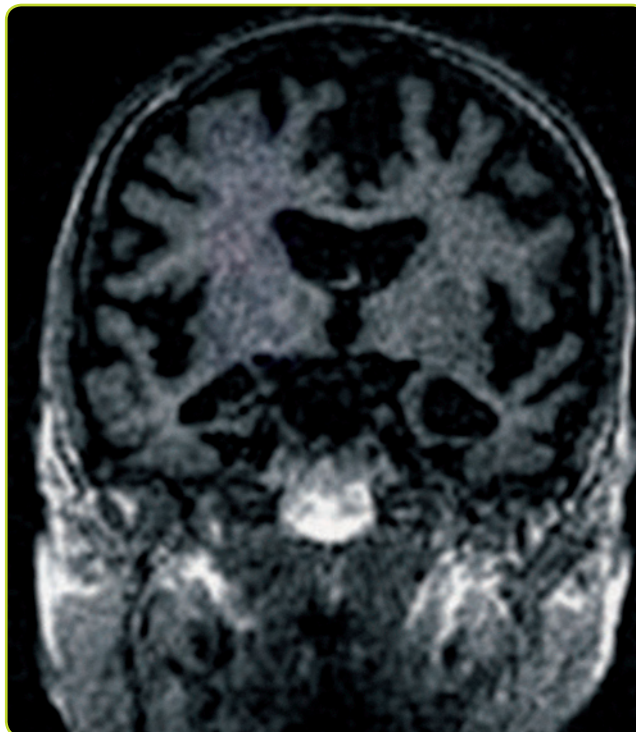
RM correspondiente a un paciente diagnosticado de demencia tipo Alzheimer. Fíjate en la atrofia hipocampal y de los lóbulos temporales mediales con prominencia de las cisternas basales.
